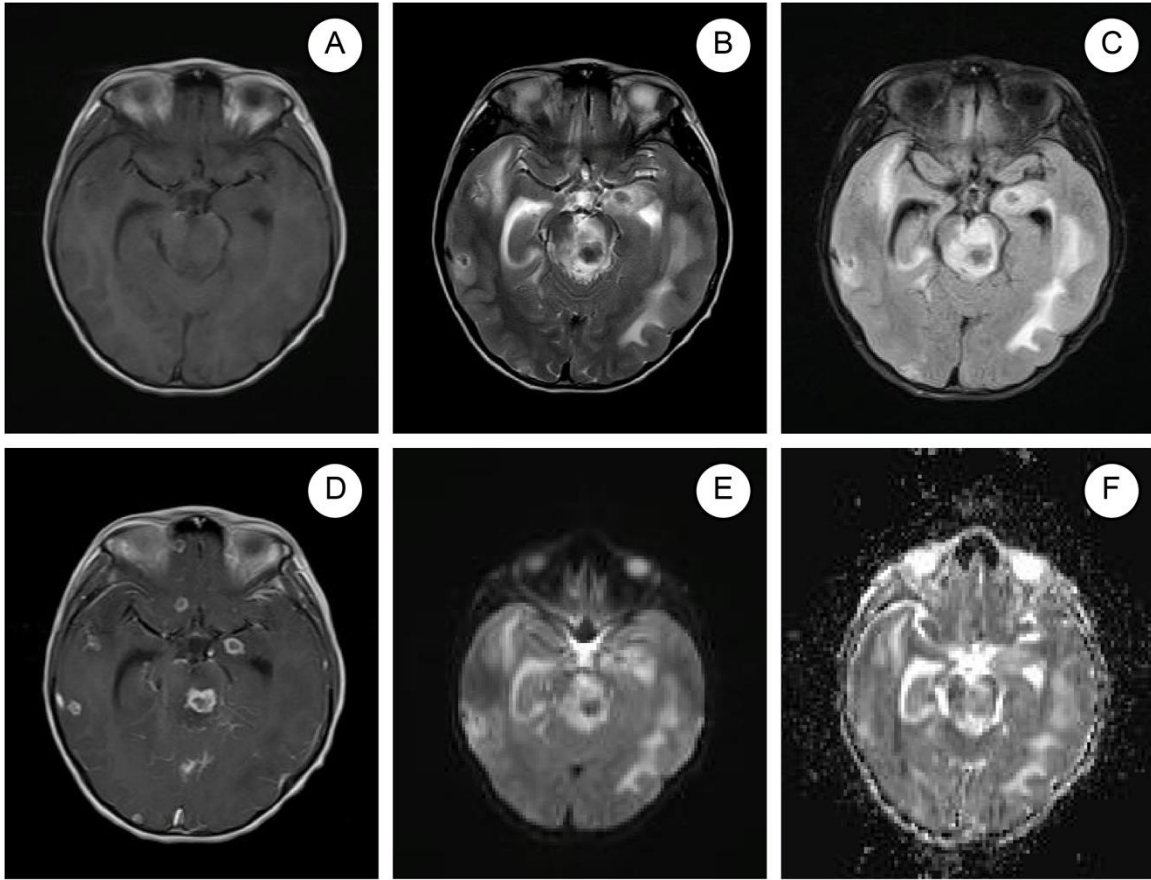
Resonancia magnética cerebral al ingreso. A. Se observan áreas hipodensas en secuencia T1. B y C. Lesiones con centro hipointenso y gran edema perilesional en secuencia T2 y Flair D. Captación de contraste en anillo. E y F. Secuencias de difusión y mapa ADC. Se observa que lesiones no restringen a la difusión.
